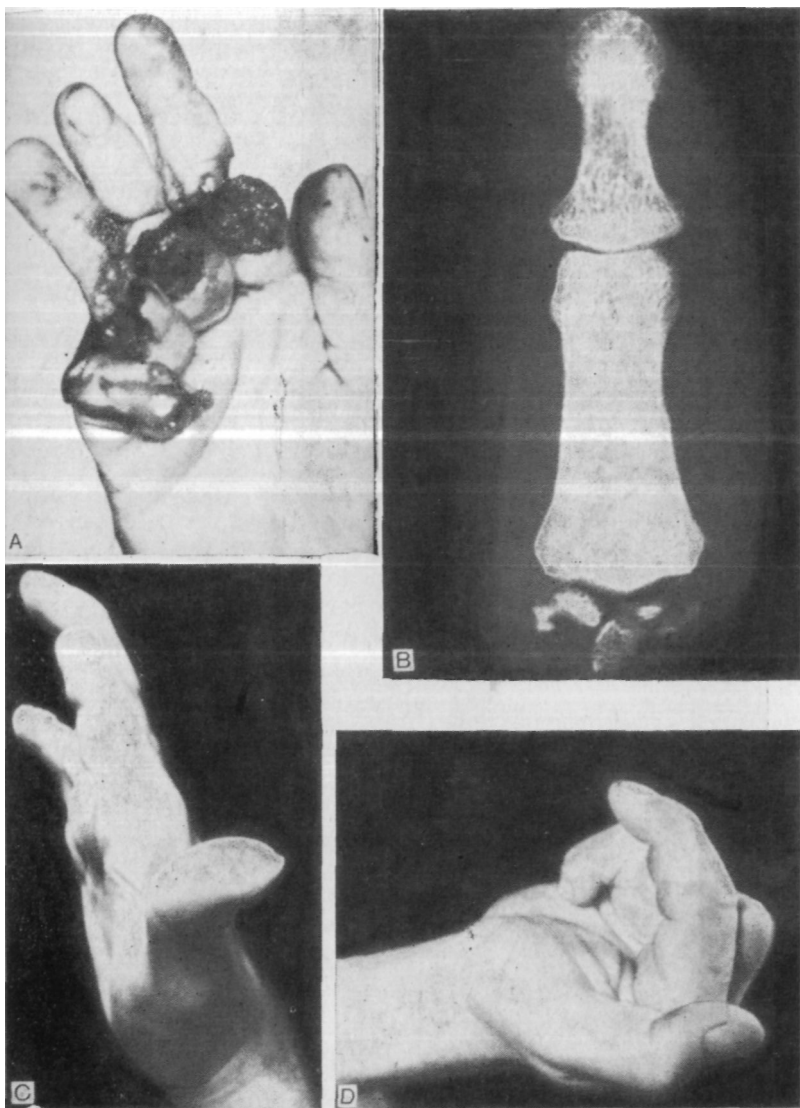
5А. Ампутация II, III и IV пальцев кисти у 29-летнего мужчины циркулярной пилой. В. Рентгенограмма III пальца, единственного пригодного для реплантации. С. Реплантация III пальца на культю II пальца на уровне проксимального межфалангового сустава через 4 мес после операции. D. Сгибание в этом пальце через 4 мес.
